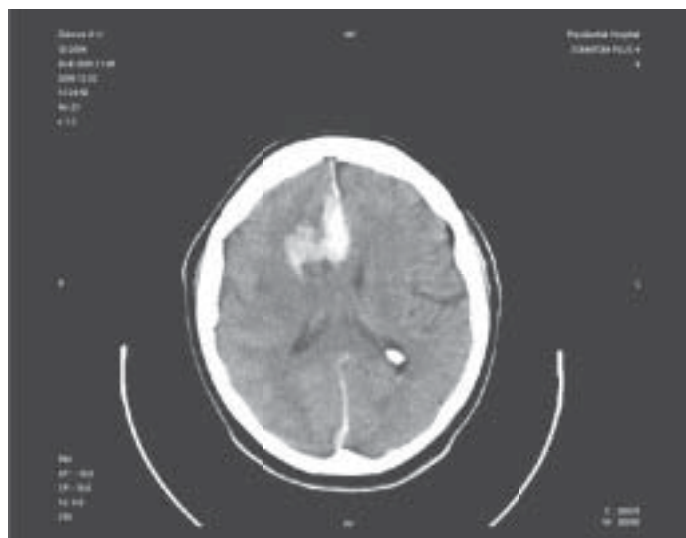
КТ головного мозга пациента из группы с геморрагическим инсультом.
